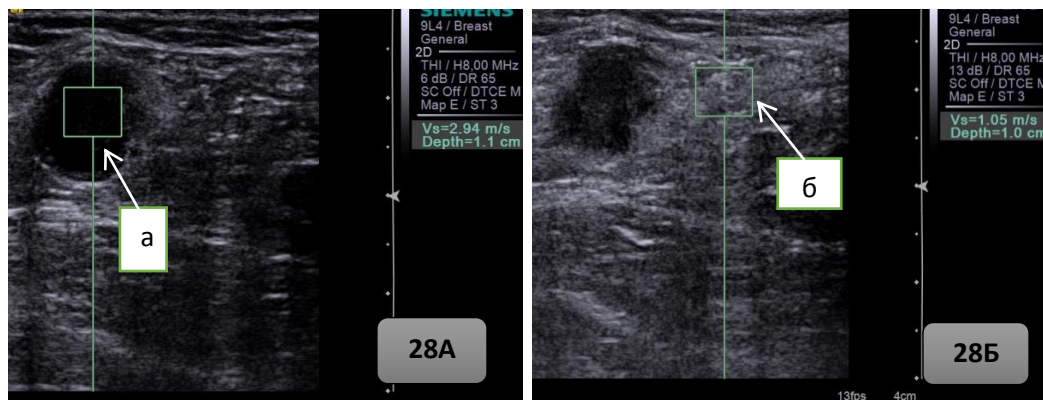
Рисунок 28А и 28Б – Ультразвуковая томограмма скорости сдвиговой волны в метастатически измененной лимфатическом узле и прилежащей клетчатке: а) метастаз в паховом лимфатическом узле; б) прилежащая клетчатка.
